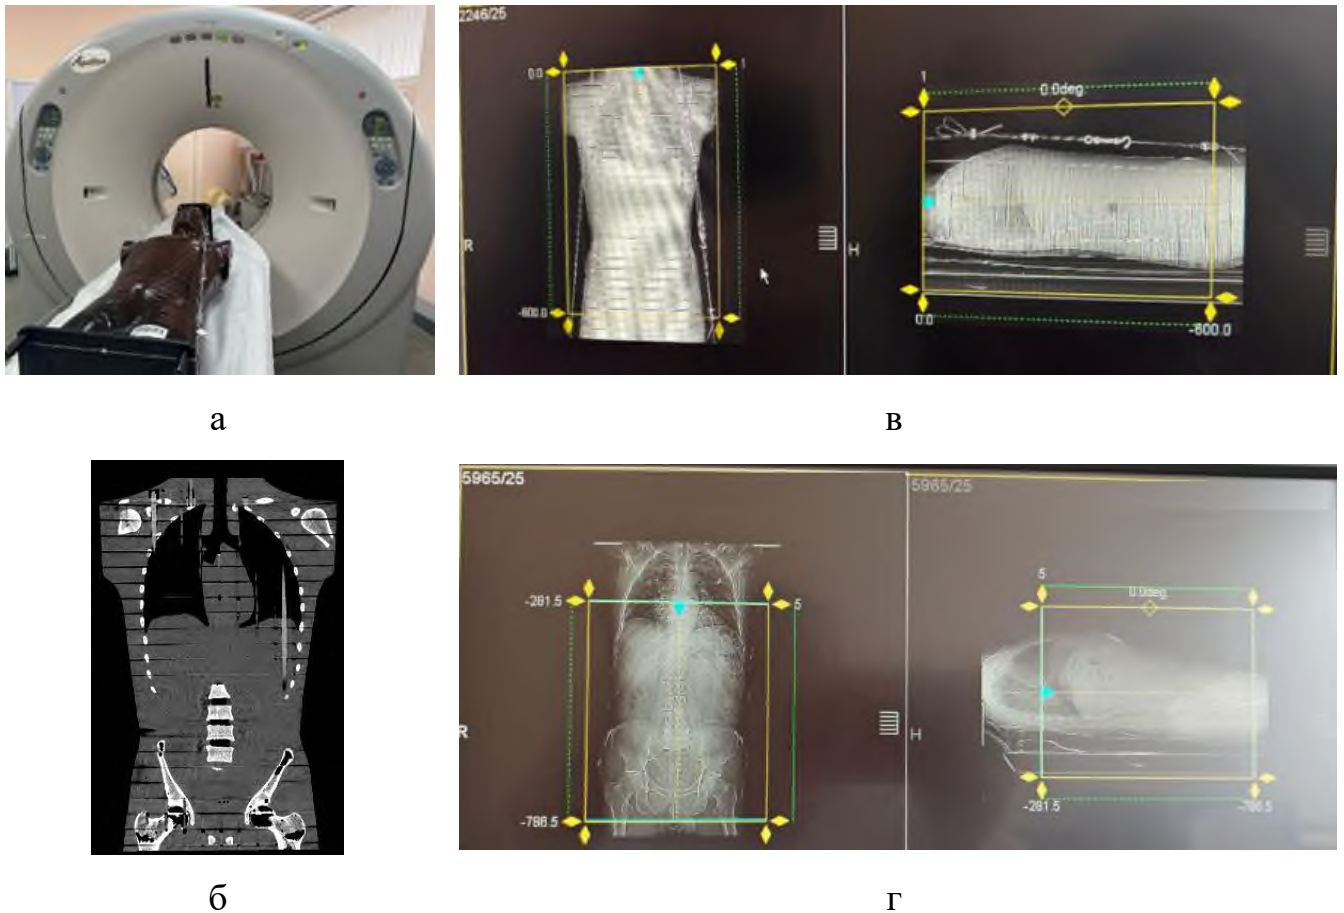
Методика выполнения КТ-1 и КТ-2: а – размещение фантома на столе КТ-сканера непосредственно перед началом процедуры; б – коронарная проекция облученного фантома; примеры сканограмм фронтальной и сагиттальной проекций зон облучения при КТ-1 (в) и при КТ-2 (г).
